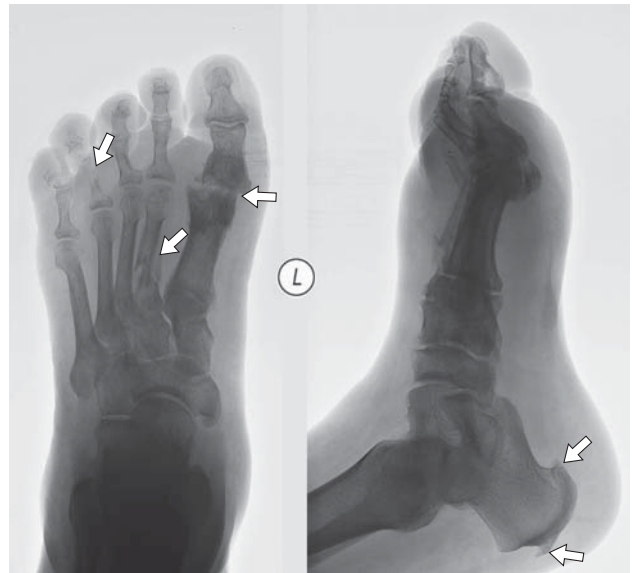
Рентгенограммы в прямой (а) и боковой (б) проекциях. Подвывих первого плюснефалангового сустава, разрушение костных структур IV пальца, множественный перелом 2-й плюсневой кости (стрелки). Визуализируются пяточные шпоры на боковом снимке. Отек мягких тканей стопы.
